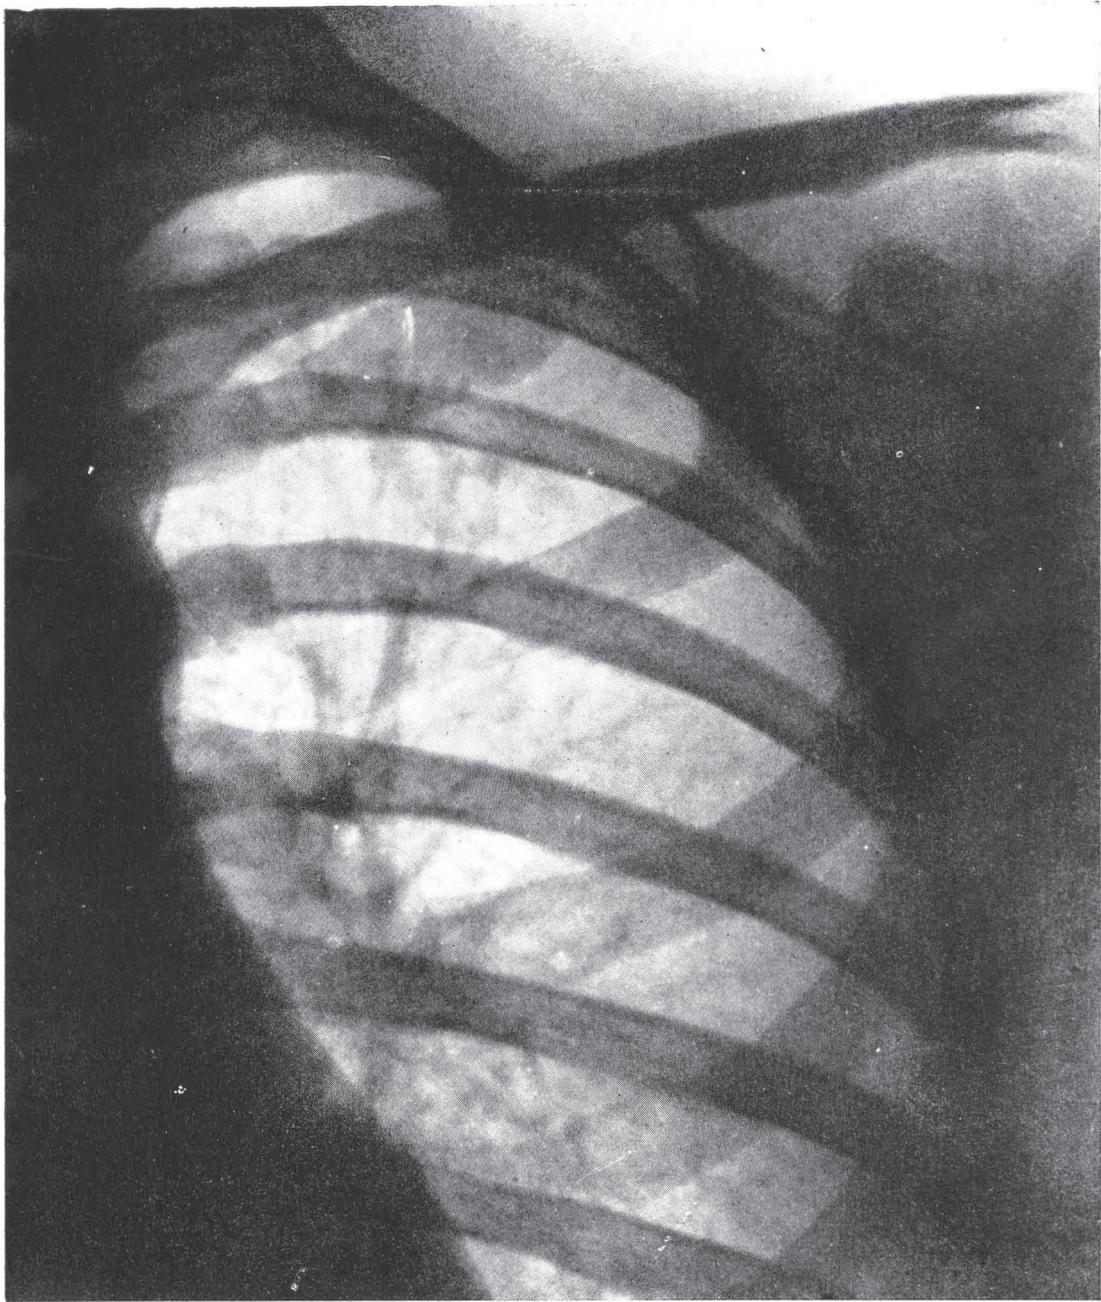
Caso nº 2 — Doente no ingresso do curso — Telerradiografia nº 8.135, de 19-III-950. Infiltrado precoce de tipo maculoso no primeiro espaço anterior E. Lavado gástrico, direto positivo em 21-III-950.
